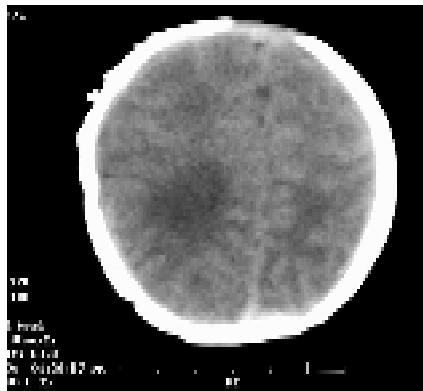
右顶叶见片状低密度水肿灶,CT值18 HU。
